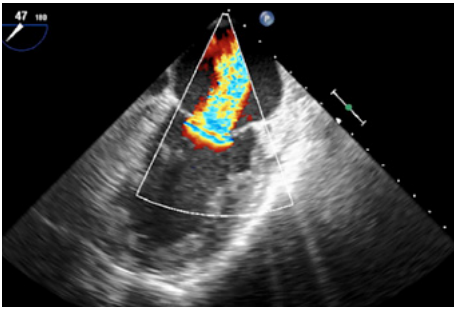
Präinterventionelle hochgradige Mitralklappeninsuffizienz in der transösophagealen Echokardiografie (TEE).
